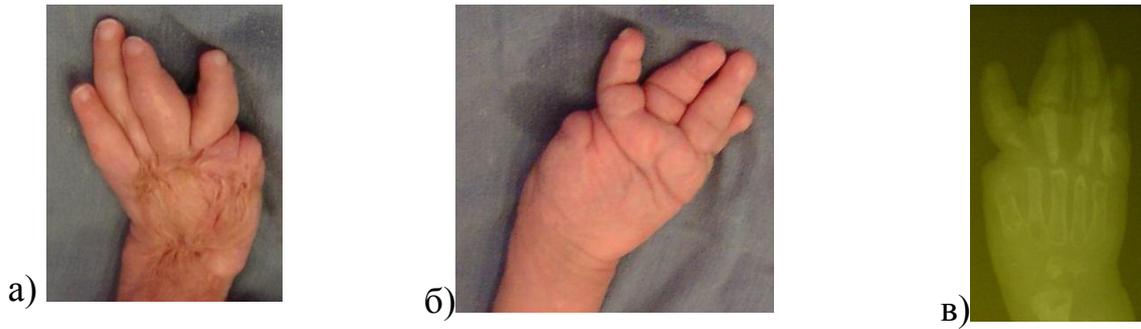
Внешний вид и рентгенограмма левой кисти б-ого И., 2 года, и/б № 583/С 2009.
